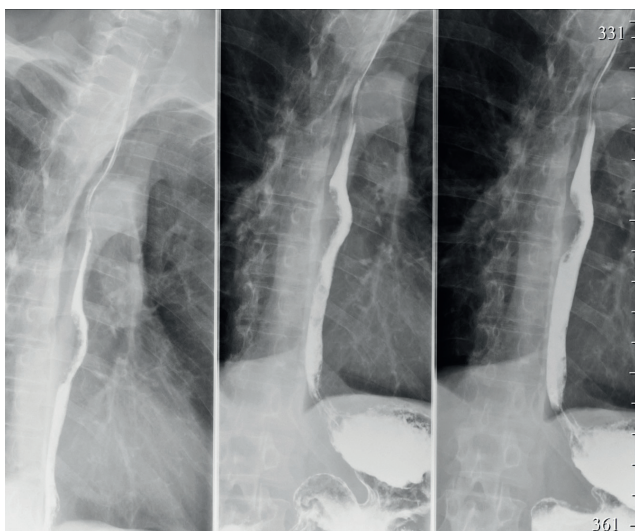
Рентгенограмма, визуализируется дефект наполнения, глубоко вдающийся в просвет пищевода с неровными контурами с сужением просвета пищевода на данном участке. / Fig. 1. X-ray, visualizing a filling defect, deeply penetrating into the lumen of the esophagus with uneven contours with narrowing of the esophagus lumen in this area.
